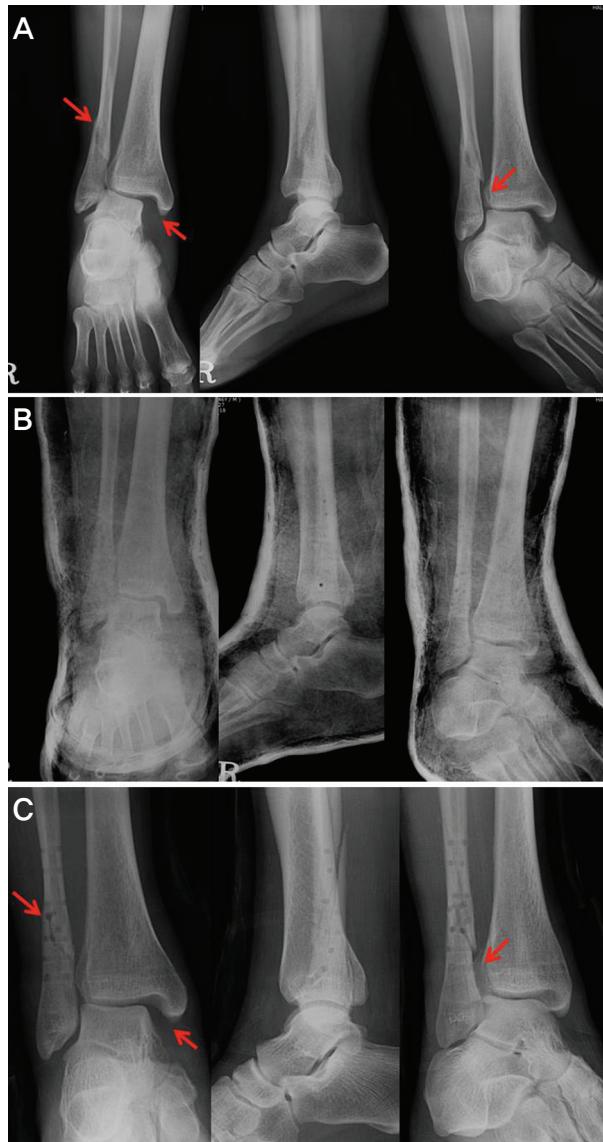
(A) Preoperative antero-posterior, lateral and Mortise radiographs of 44-year-old man with Danis-Weber C type lateral malleolar fracture with syndesmosis disruption. (B) Postoperative radiographs demonstrates anatomical reduction of both fracture and syndesmosis. The tracks for bioabsorbable screws are seen. (C) The radiographs taken 4 weeks after operation show loss of reduction of fracture and syndesmosis.
